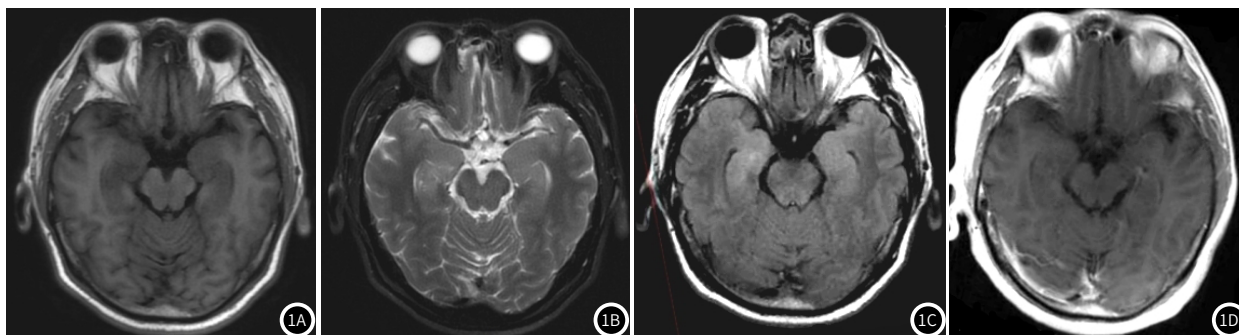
图1D 颅脑MRI轴位平扫+增强扫描: 双侧海马见斑片状T₁WI低信号, T₂WI稍高信号, FLAIR稍高信号, 增强未见明显异常强化。
